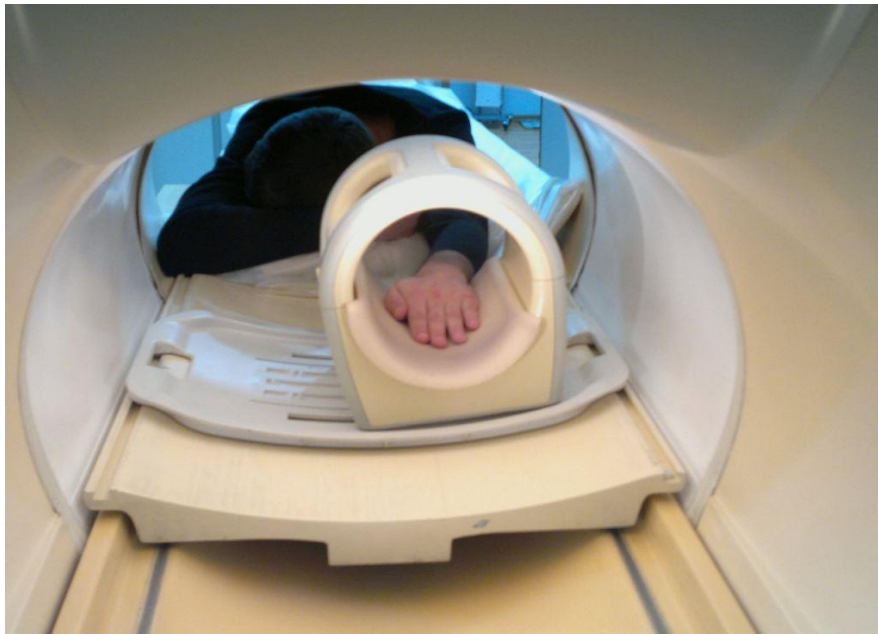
Положение пациента в камере магнитно-резонансного томографа
